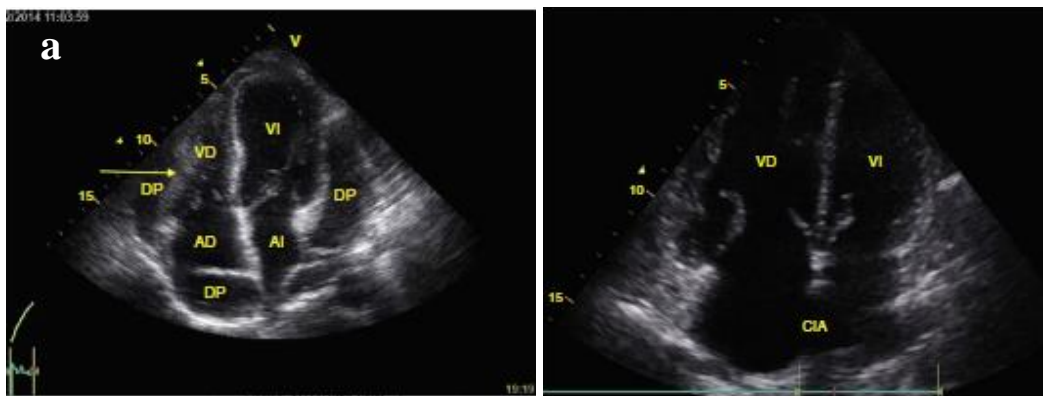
a) Ventana apical 4 cámaras que demuestra taponamiento cardíaco, se observa colapso del VD secundario a un derrame pericárdico severo. b) Ventana apical 4 cámaras donde se observa la relación del VI y VD, hay un aumento del VD secundaria a una CIA. DP, derrame pericárdico; VI, ventrículo izquierdo; VD, ventrículo derecho; AI, atrio izquierdo; AD, atrio derecho; CIA, comunicación interatrial (Pérez & Franco, 2015).
